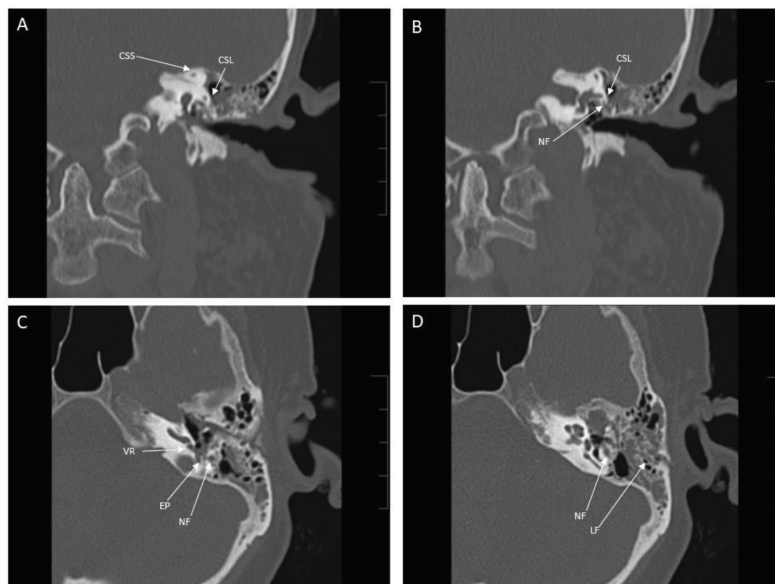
Imágenes de tomografía computarizada de fractura del hueso temporal: (A) vista coronal que muestra hemorragia dentro de las celdas mastoideas; (B) vista coronal al nivel de la porción horizontal del nervio facial; (C) vista axial, porción vertical del nervio facial; (D) vista axial a nivel de la segunda rodilla del nervio facial. Se muestra la línea de fractura. SSC: Canal semicircular superior; LSC: Canal semicircular lateral; NF: Nervio facial; RW: Ventana redonda; PE: Eminencia piramidal FL: Línea de fractura
